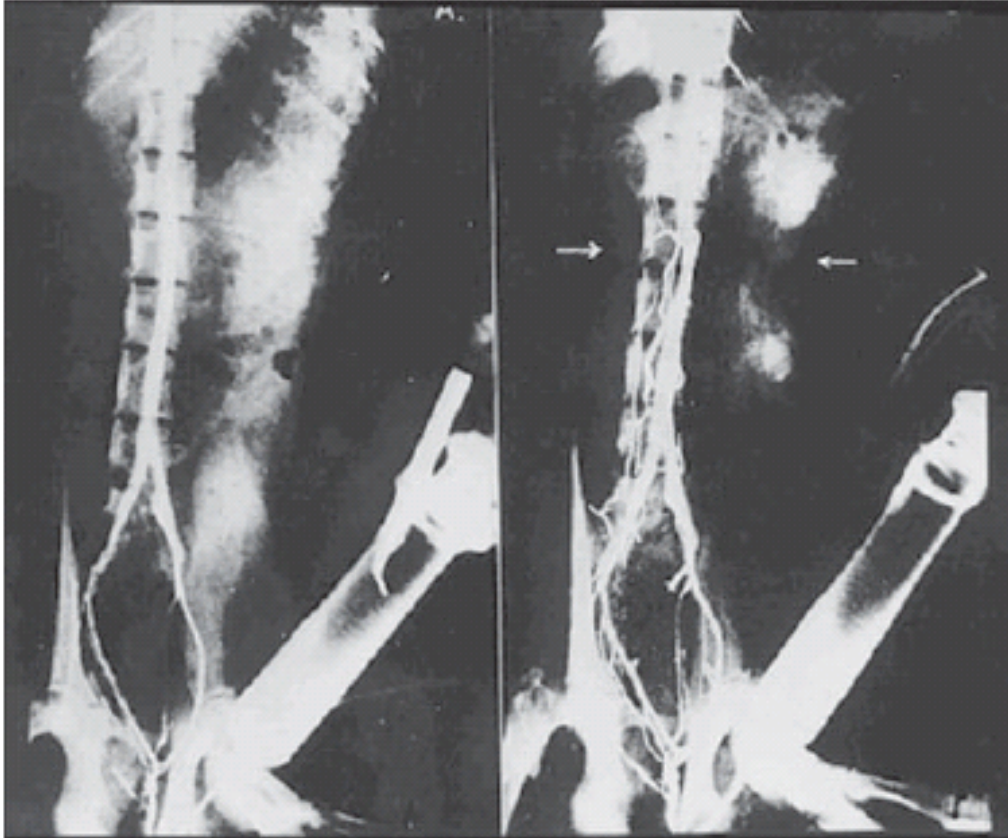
Radiografia simples durante a injeção de contraste iodado na veia dorsal do pênis de macaco Rhesus. O contraste progride para cima através da veia cava inferior. À direita, após compressão abdominal com uma toalha, o contraste passa para as veias vertebrais (Plexo de Batson, 1940)⁵.
